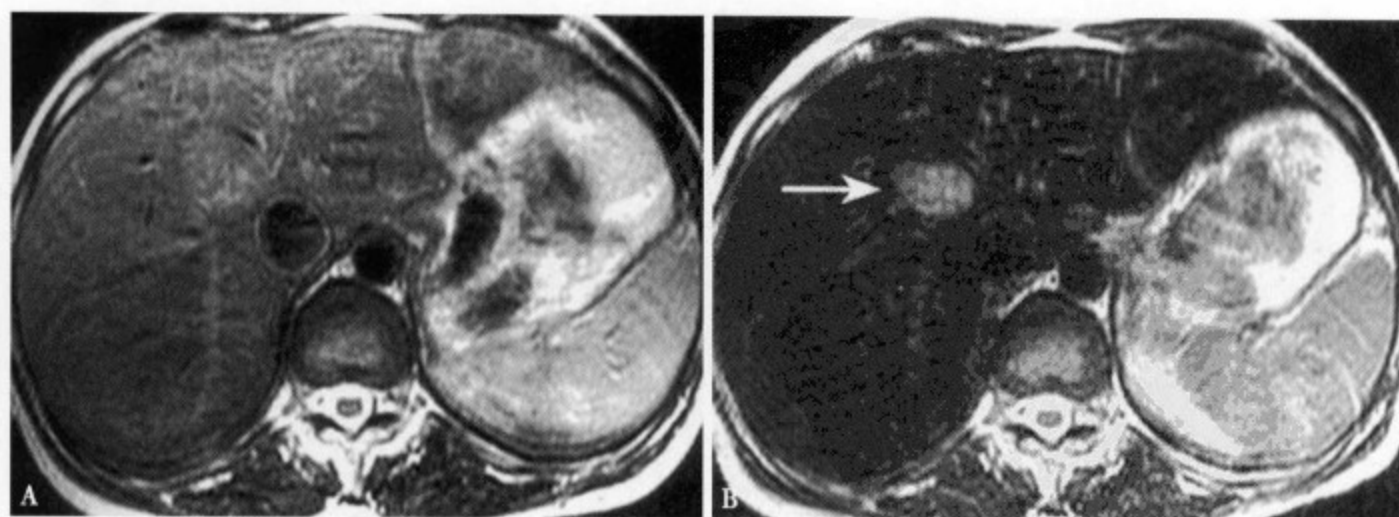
62 岁女性结肠癌肝转移。MRI 平扫 T₂WI (A) 肝内未见明显异常信号；SPIO 增强 (B) 肝左叶内侧段显示一类圆形高信号病灶，正常肝实质明显均匀低信号
